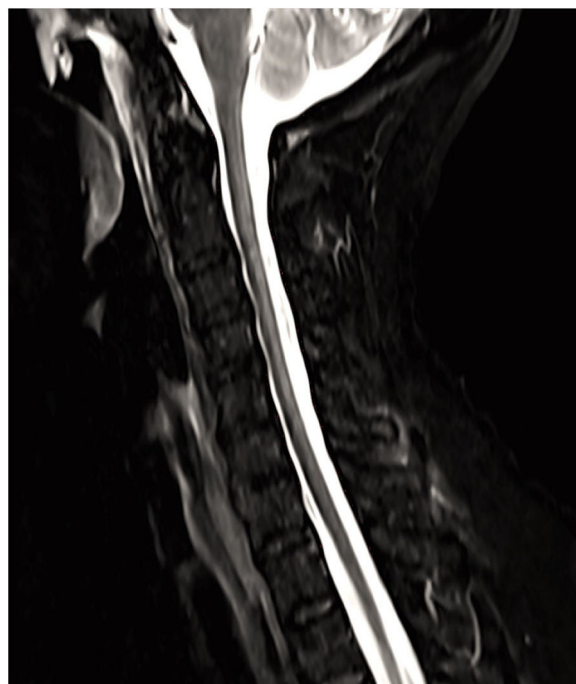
Corte sagital y medio de resonancia magnética cervical potenciada en T2 que muestra lesión hiperintensa que afecta cordones posteriores desde C2 hasta T1.
